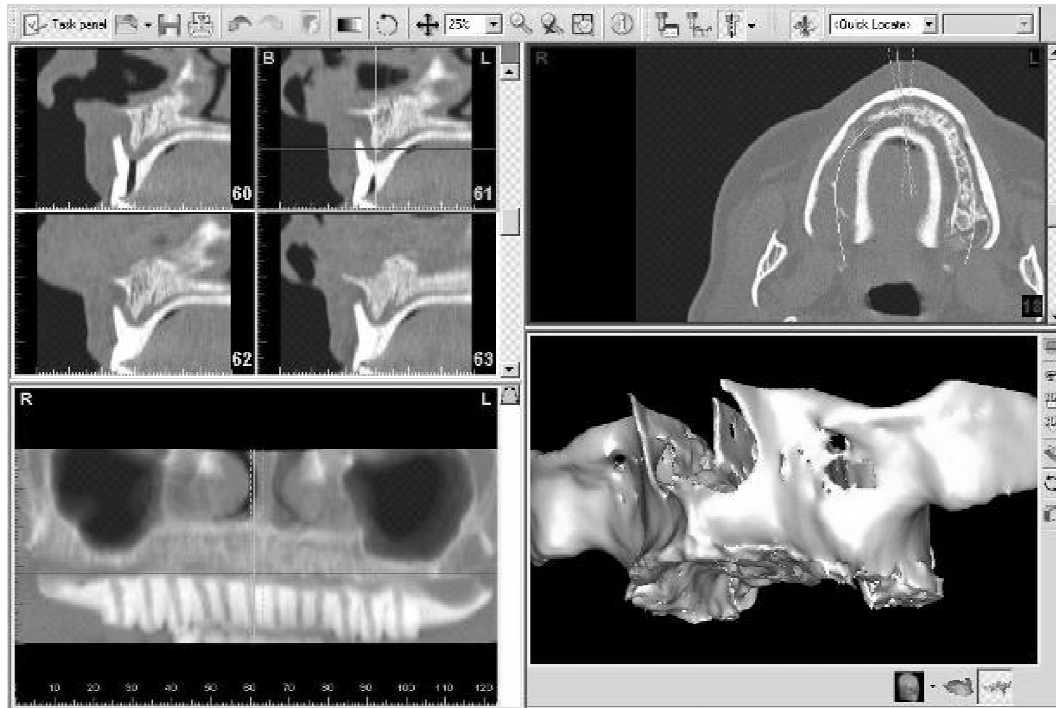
Візуалізація та аналіз даних спіральної комп'ютерної томографії.
